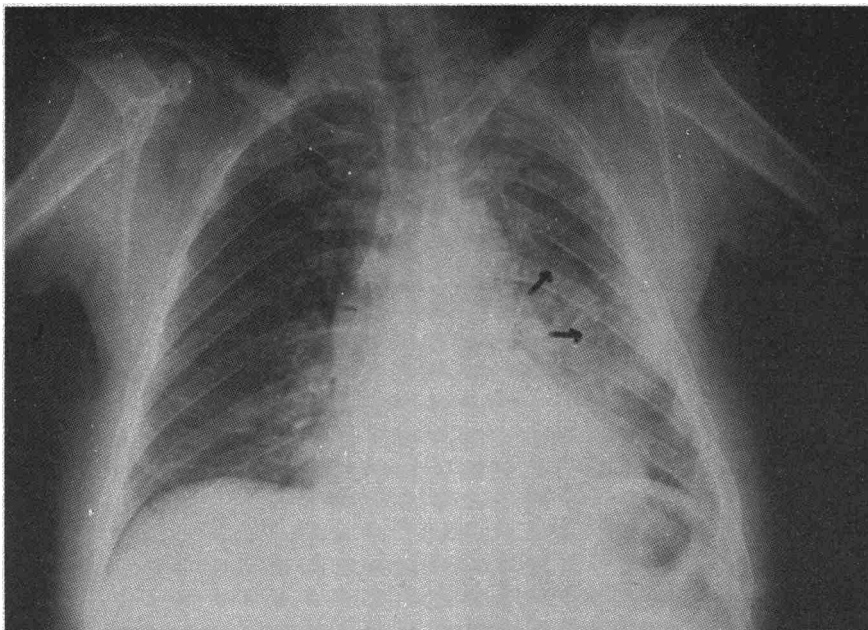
En esta radiografía postero-anterior se pone de manifiesto una opacidad de densidad grasa, parahiliar, de menor tamaño que en los casos anteriores, sin otra participación pleural.
